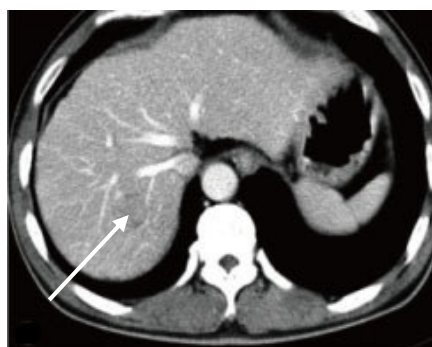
CT cu contrast. Faza venoasă
